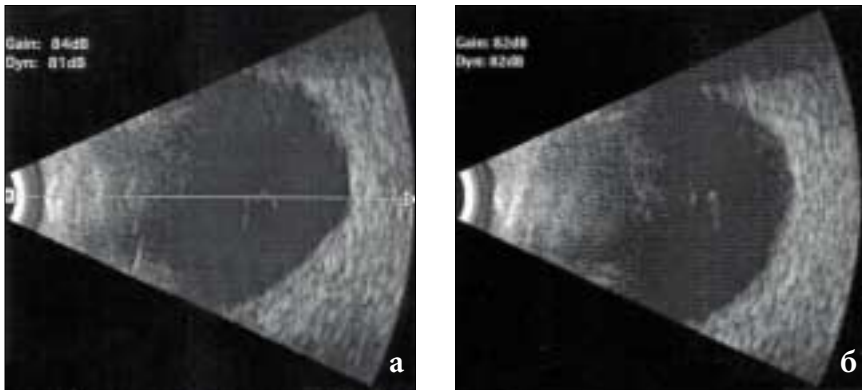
Пациентка К. УЗИ OS: а) до лечения; б) после лечения
